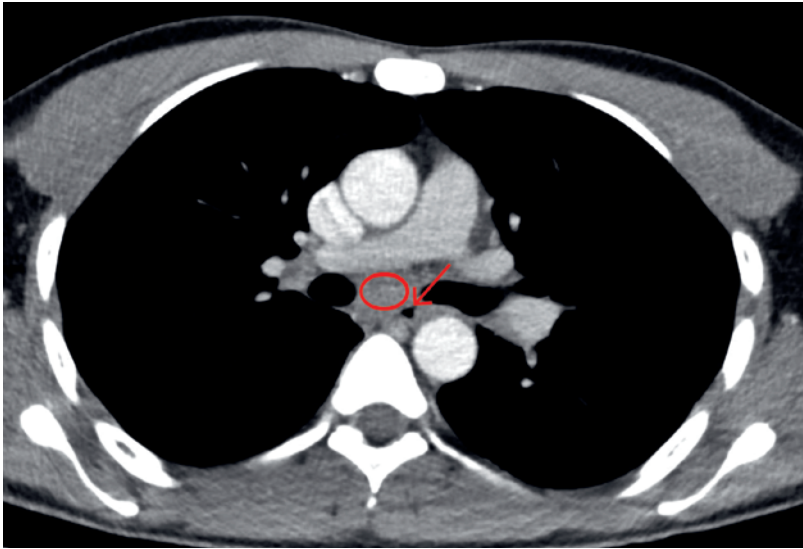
Computertomographie des Thorax mit intravenösem Kontrastmittel. Es zeigen sich auf Höhe der Carina vergrößerte Lymphknoten (Kreis) und Verdacht auf Luft (Pfeil) ausserhalb des Ösophagus.
